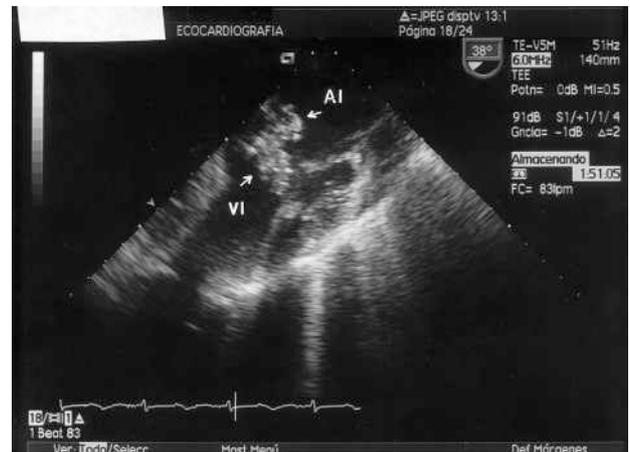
Ecocardiograma transesofágico. En la proyección longitudinal de 2 cámaras, sobre la valva anterior mitral, se observa una vegetación lobulada de 27 por 14 mm (señalada por flechas); AI: aurícula izquierda; VI: ventrículo izquierdo.
